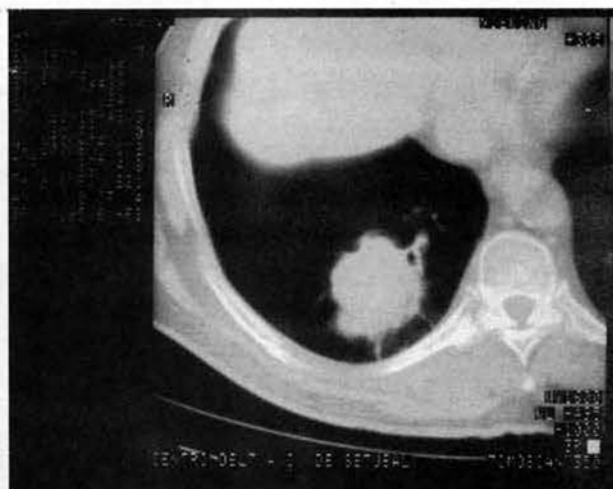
TAC correspondente à Fig. 13. Tumor de contornos irregulares do LID.
